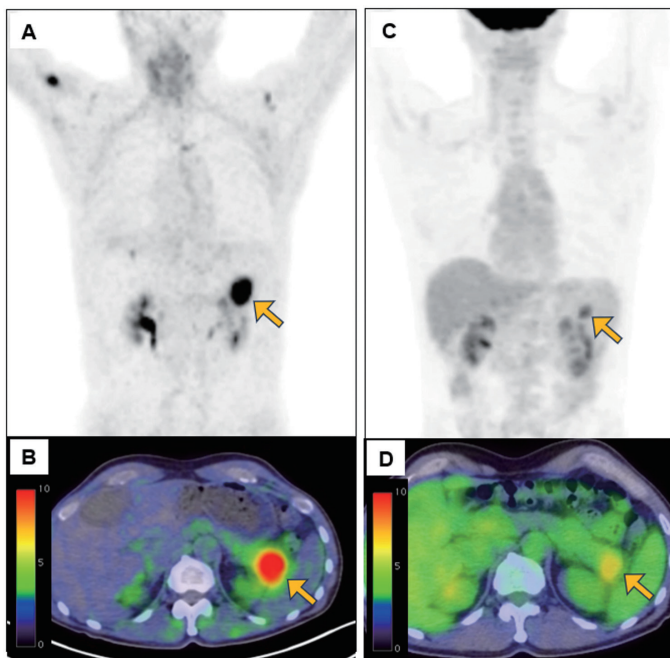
65歳男性, 膵癌 (A: Ga-68 FAPI-46 PET MIP, B: Ga-68 FAPI-46 PET/CT, C: F-18 FDG PET MIP, D: F-18 FDG PET/CT)。FAPI PETではFDG PETよりも高コントラストに膵尾部癌が描出されている (A-D: 矢印)。
